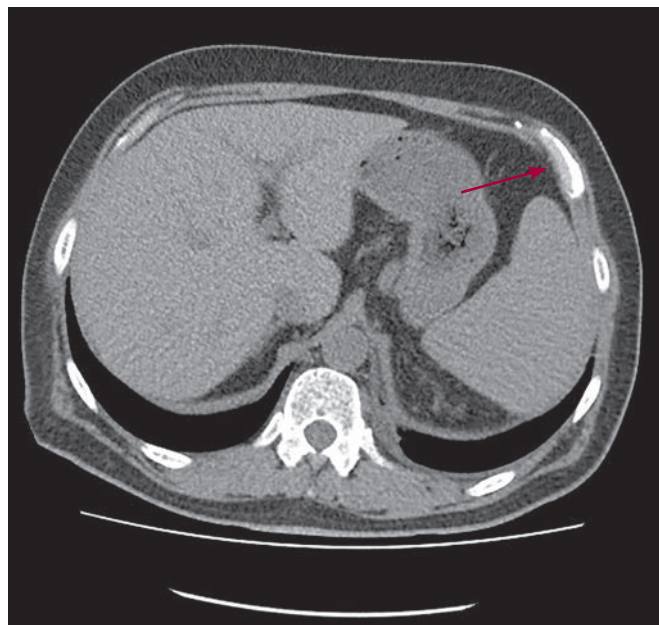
Спленомегалия (170 × 60 мм) и костная плазмоцитома VI ребра слева (КТ, поперечный срез)
